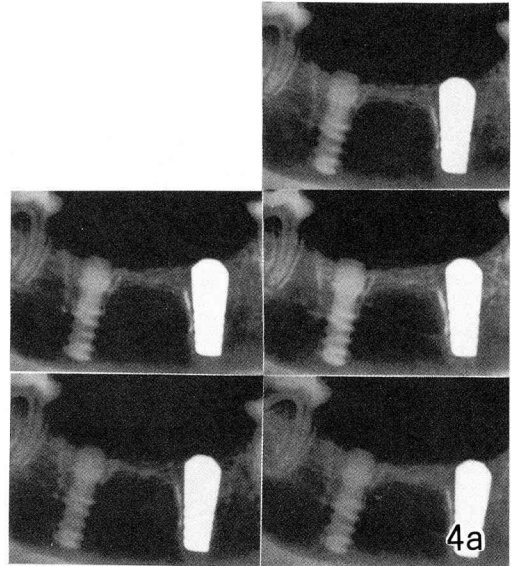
4a : shows 5 intra-oral radiographs taken in the same way and different time to check the reproducibility of standardized X-ray unit. 4b : shows 3 measuring points on the radiograph for identification of reproducibility of X-ray unit.
